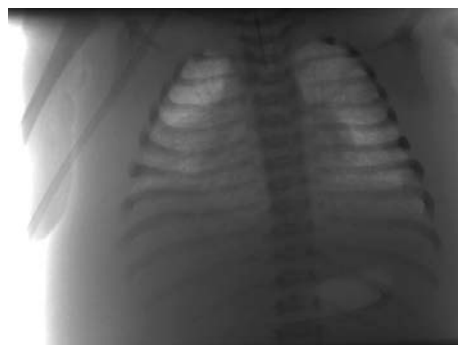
Обзорная рентгенография легких пациент М, 2022 г рождения, 30.10.2022
